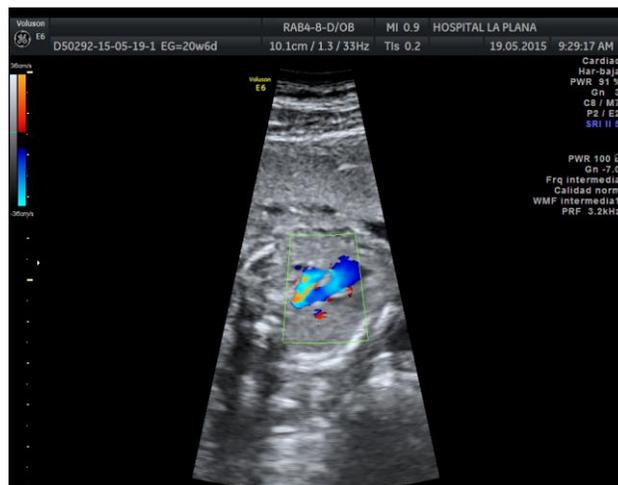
Corte de la V. Comprobación de flujo anterógrado con Doppler color a nivel de la arteria pulmonar y del ductus arterioso. Gestación de 20 semanas.
